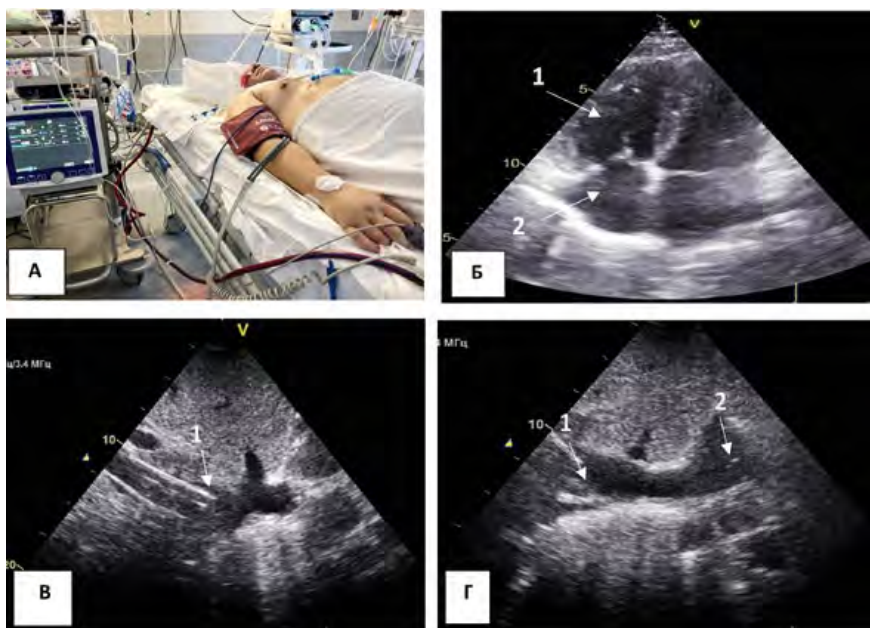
Трансторакальная эхокардиография пациента с новой коронавирусной инфекцией. Субкостальный доступ. А – пациент, подключенный к контуру ВВ-ЭКМО; Б – эхокардиография. Четырехкамерная позиция апикальный доступ. Дилатация ПЖ (1) и ПП (2); В – эхокардиография. Субкостальная позиция, визуализируется заборная канюля в НПВ (1); Г – эхокардиография. Субкостальная позиция, визуализируется заборная канюля в НПВ (1), возвратная канюля в ПП (2).
